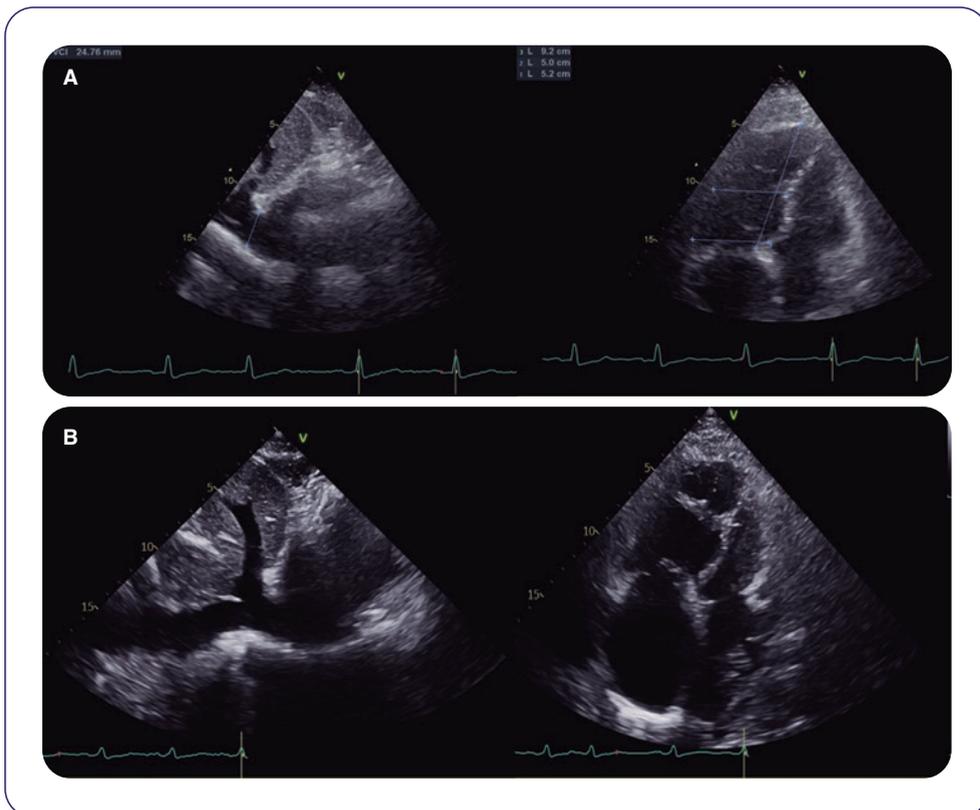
A: ecocardiograma transtorácico realizado en mayo de 2022.
